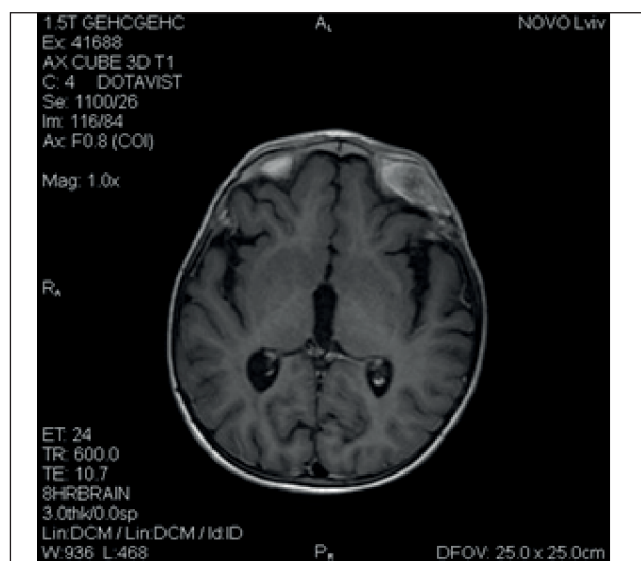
Магнітно-резонансна томографія голови: потовщення, гетерогенне накопичення контрасту лобної кістки зліва
